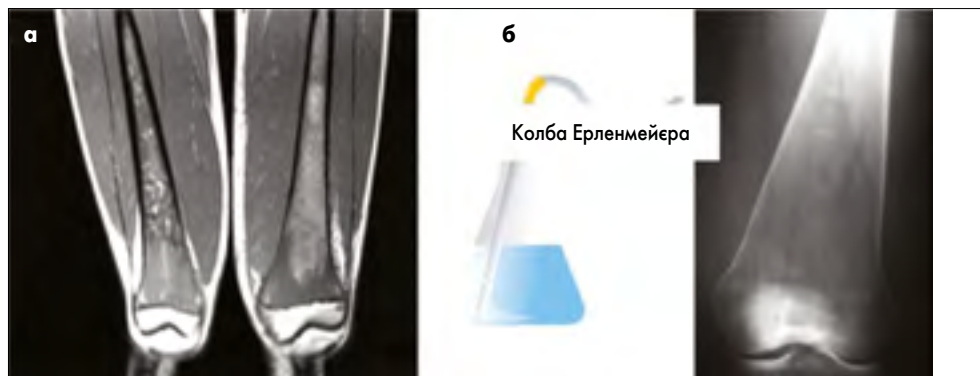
Інфільтрація кісткового мозку на МРТ-зображенні (а); колбоподібні деформації Ерленмейера на рентгенологічному знімку (б)
